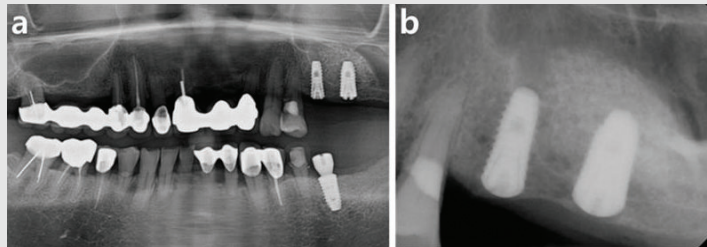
Postoperative radiographs. (a) panoramic view, (b) periapical view.
